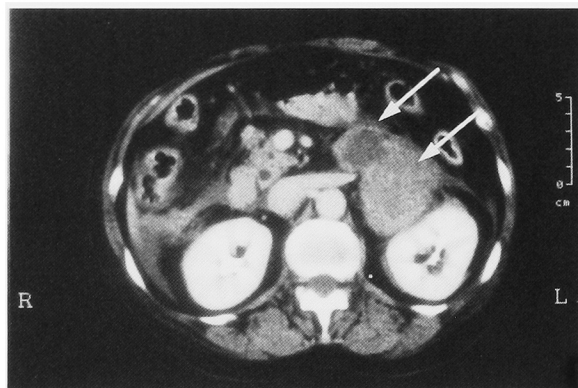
CT scan performed on the next day showed the hematoma (lower arrow) accompanied with a tumor (upper arrow) 3 cm in diameter.
